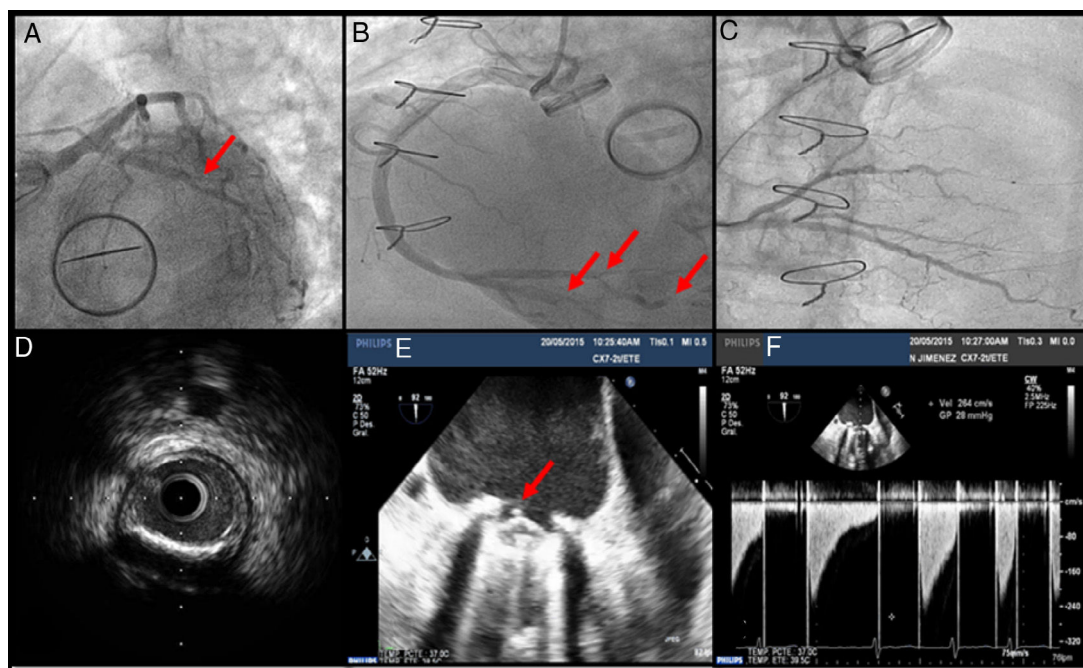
Coronariografía que muestra: A) Arteria circunfleja (ACx) de buen desarrollo con placa ligera. Se puede apreciar hemidisco protésico mitral fijo. B) Imagen de múltiples embolismos en la interventricular posterior y tronco posterolateral. C) Progresión de IVUS hasta oclusión trombótica en tronco posterolateral. D) IVUS de tronco posterolateral con placa arteriosclerótica calcificada no complicada. E) Ecocardiografía transesofágica con hemidisco posterolateral mitral fijo y restos de trombo adherido. F) Imagen de gradientes transmitrales elevados sugestivos de trombosis protésica mitral.
